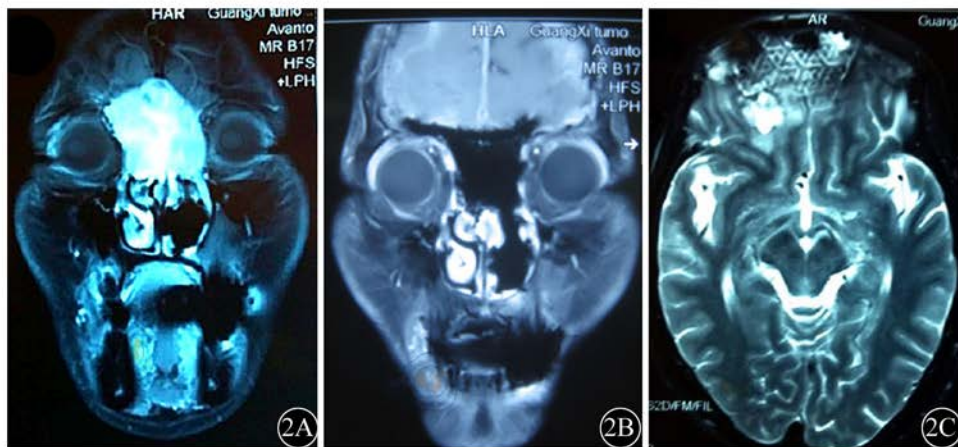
颅面联合手术入路切除颅内肿瘤侵犯鼻腔的前颅底沟通性肿瘤。2A: 术前MRI表现; 2B: 术后1个月复查MRI表现; 2C: 带蒂帽状腱膜骨膜瓣、钛网、人工硬脑膜组成“三明治”式修复的MRI表现
